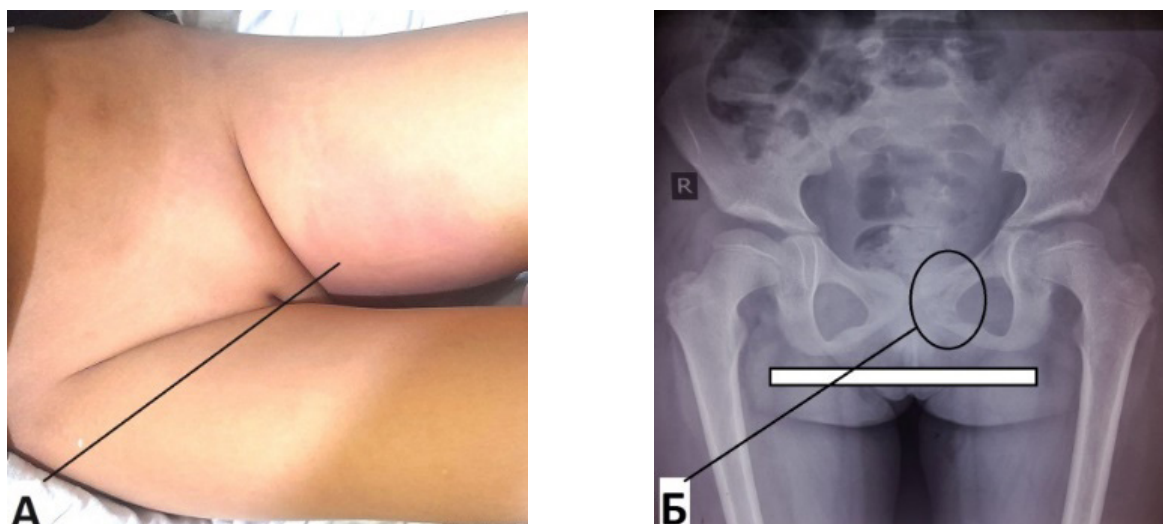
А-Фотография внутренней поверхности верхней трети бедра слева, стрелками указаны области покраснения кожи и инфильтрация мягких тканей. Б-Рентгенография того же больного, стрелками указана зона деструкции левой лонной кости.
